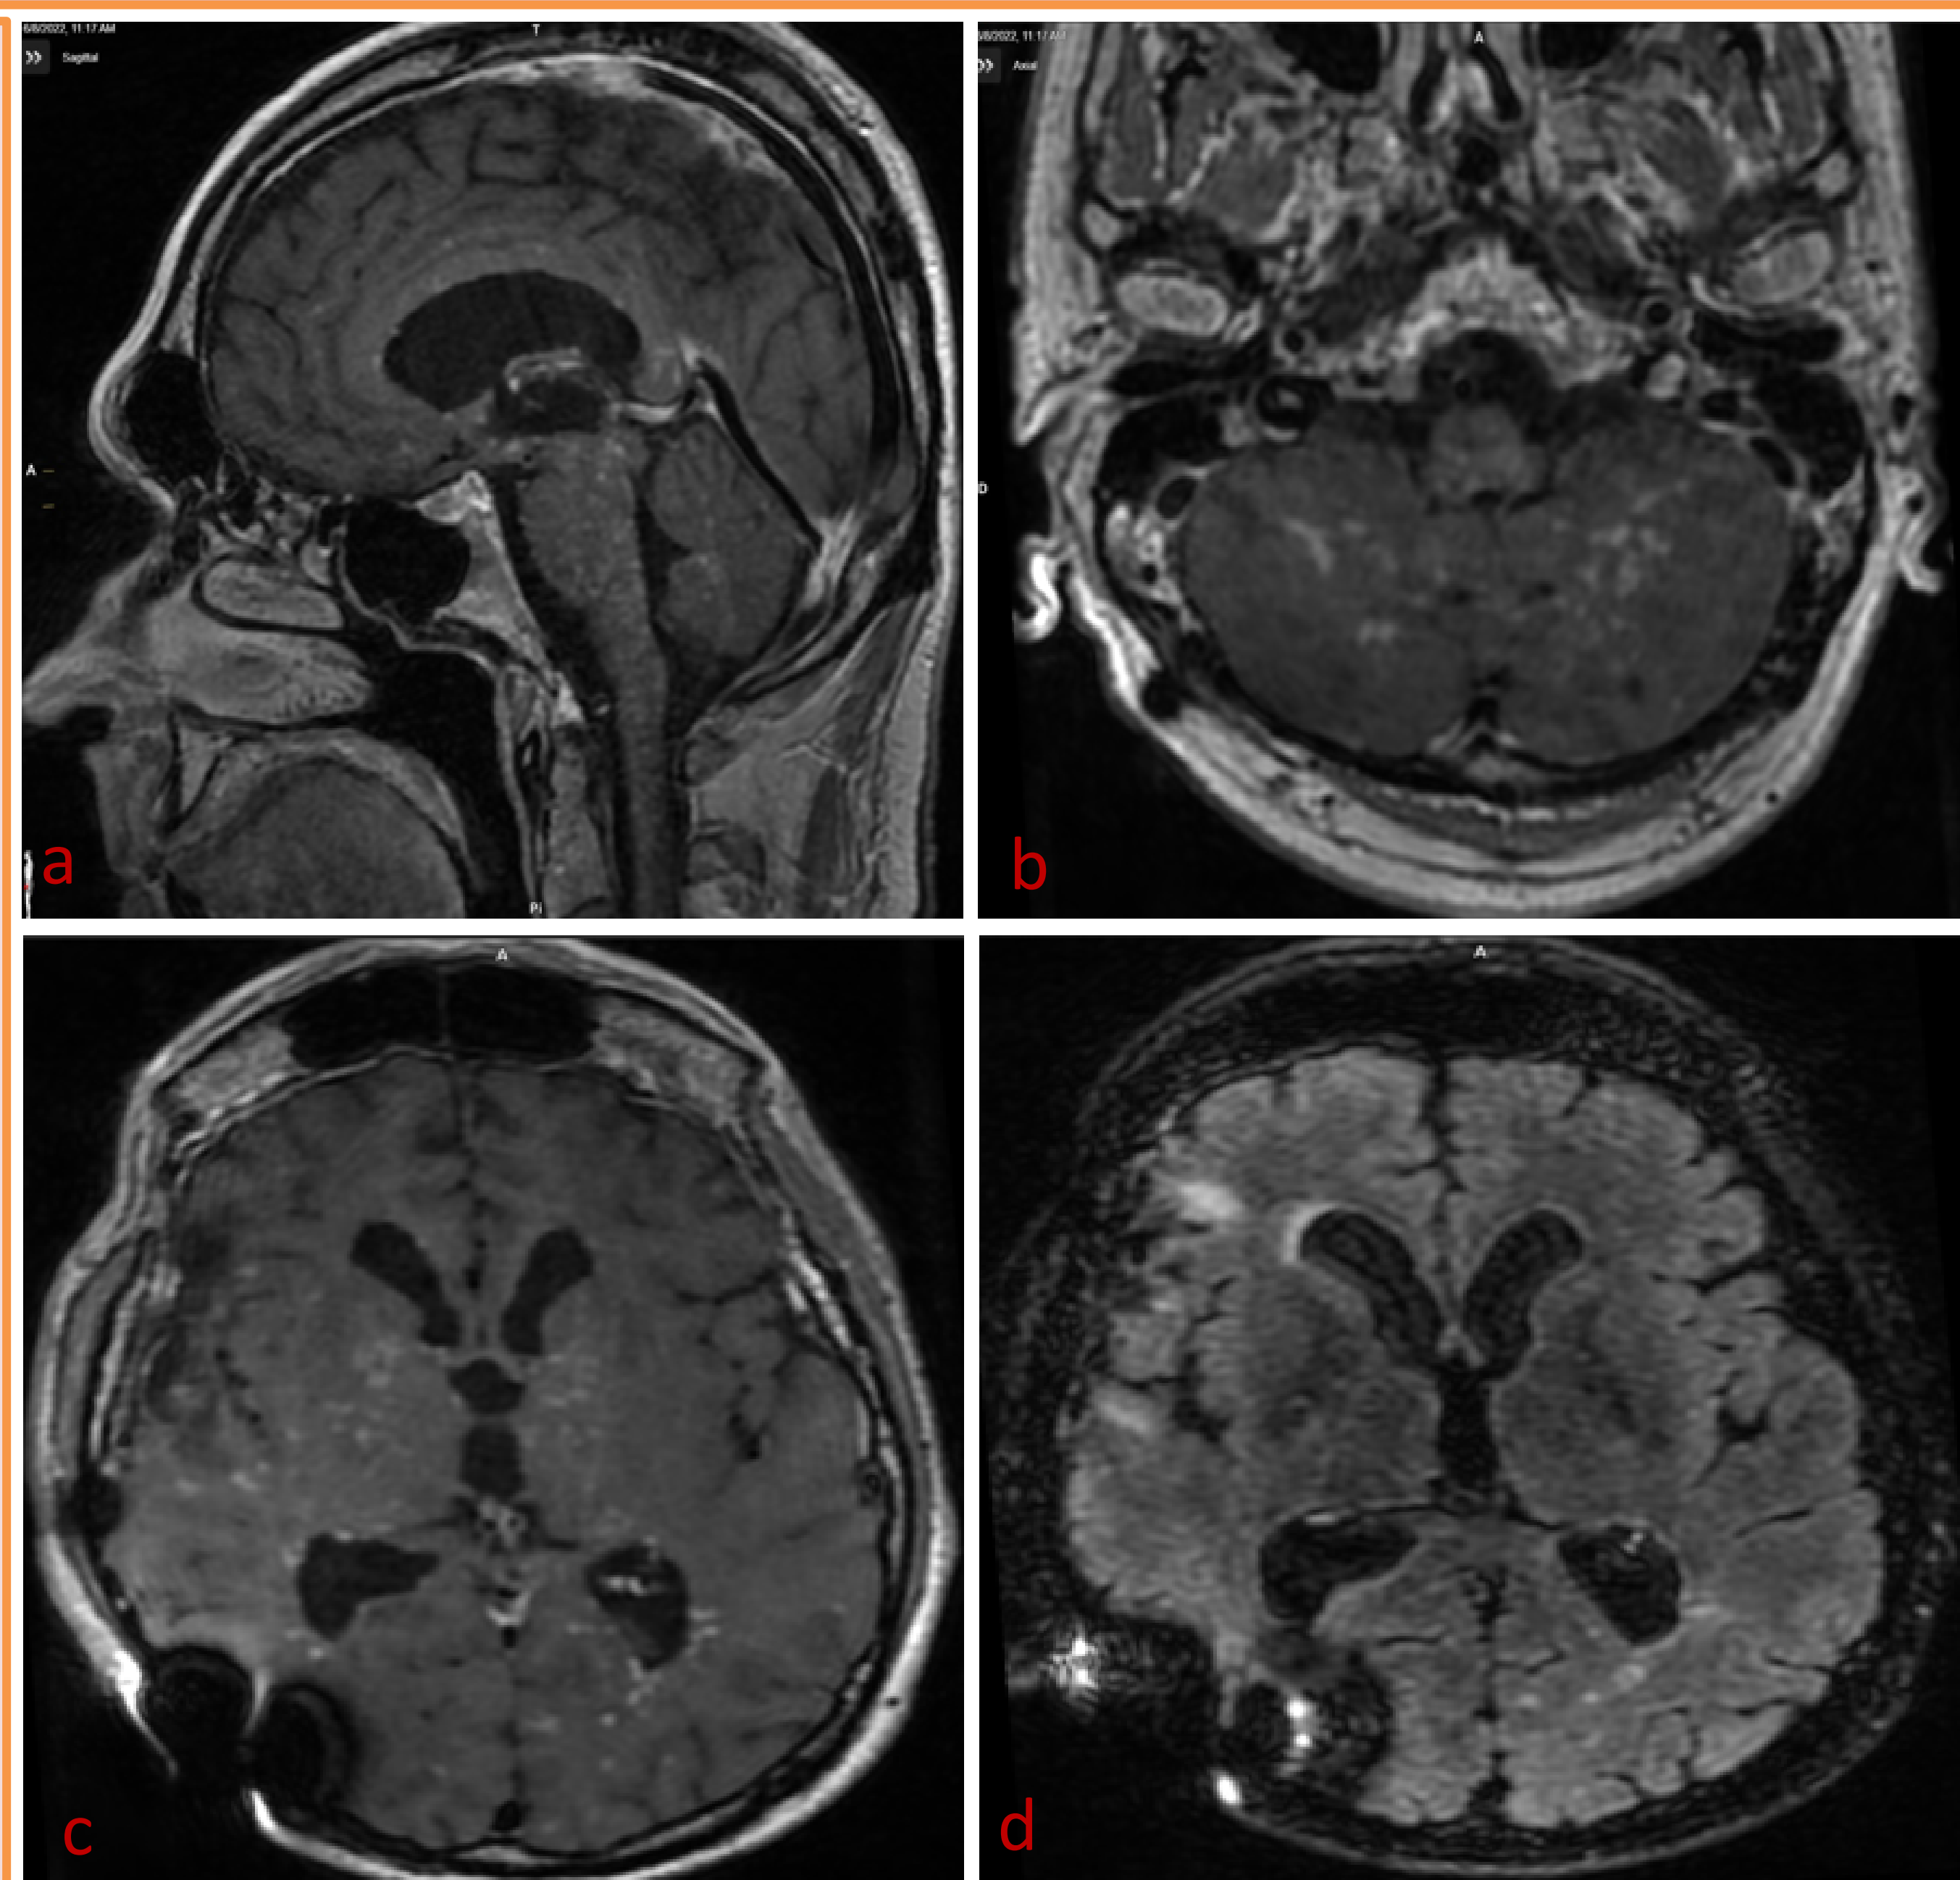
Prises de contraste ponctiformes et linéaires infra et supra tentorielles de répartition péri-vasculaire (a,b,c)+ hypersignaux FLAIR (d).
